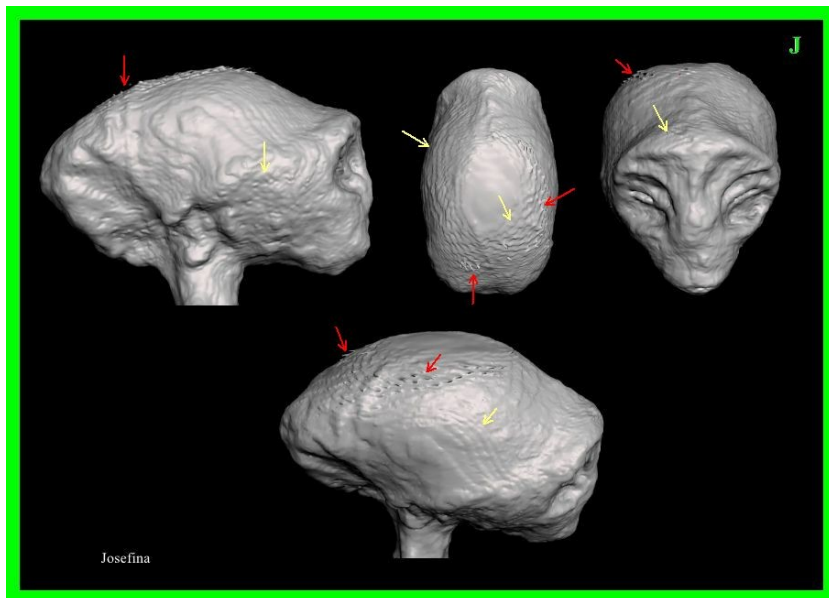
TC 3D con mejora informática de resolución que muestra pelos similares a cerdas (flechas rojas) y textura cutánea reptiliana (flechas amarillas) en la cabeza de 'Josefina'.
